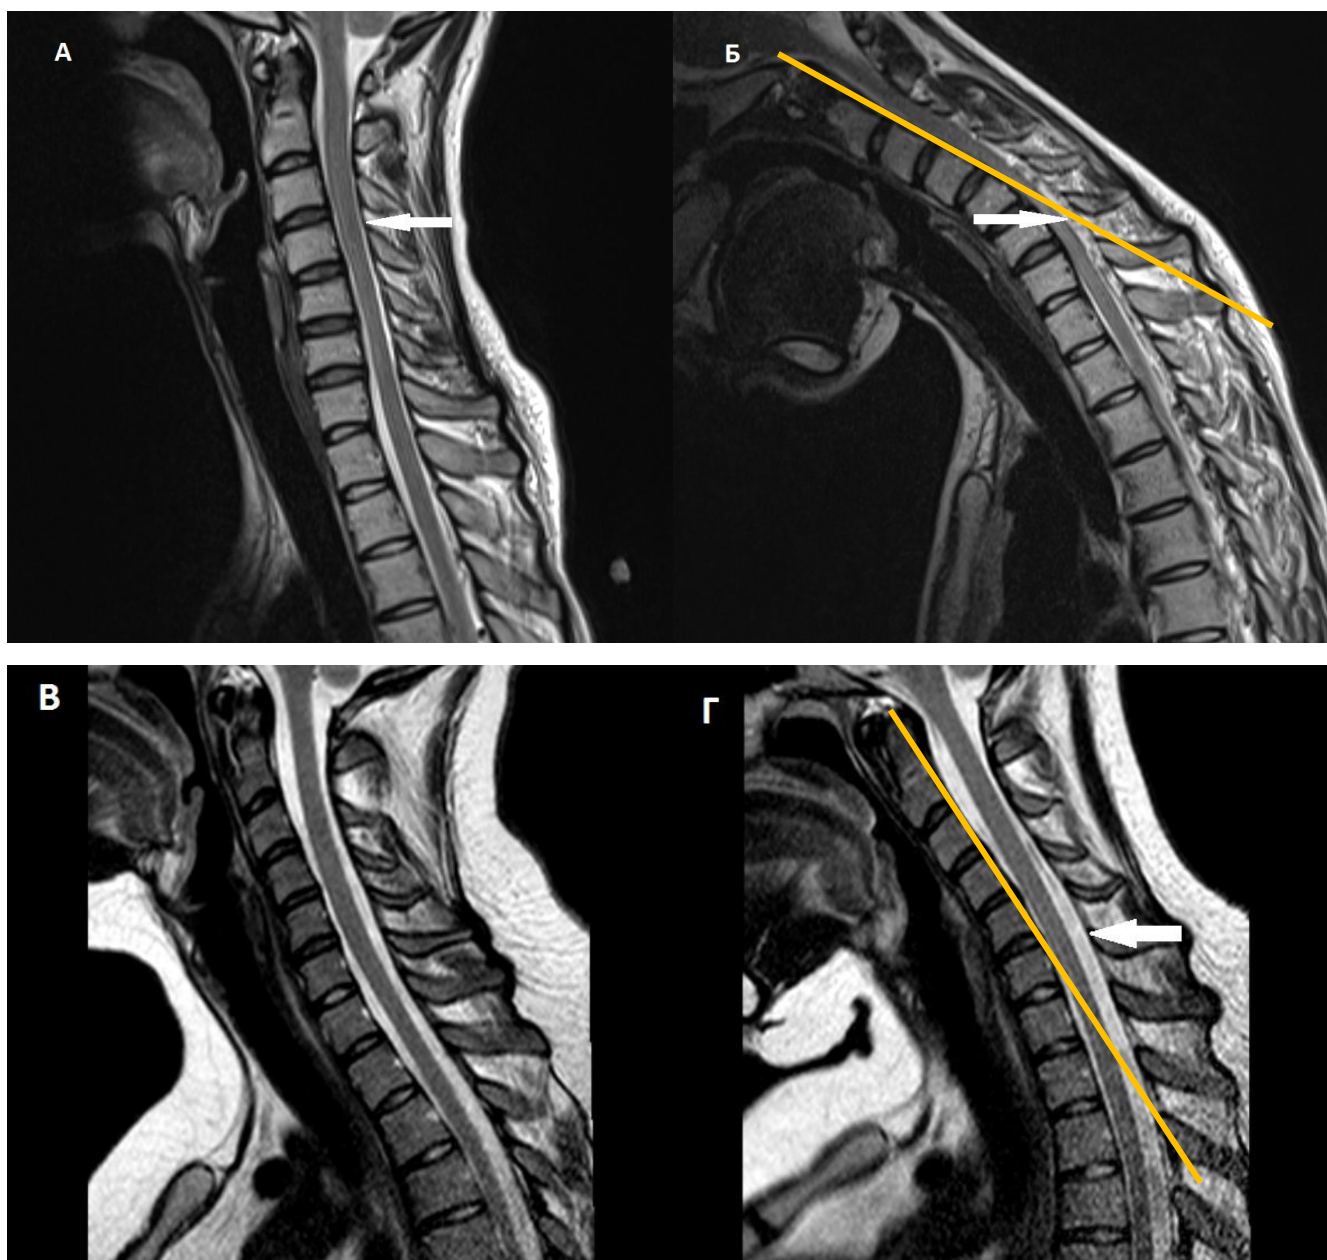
МРТ шейного отдела позвоночника и спинного мозга выполненное в нейтральной позиции (А,В), с функциональной пробой (максимального сгибания) (Б,Г) в режиме T2. На сагиттальной проекции спинной
